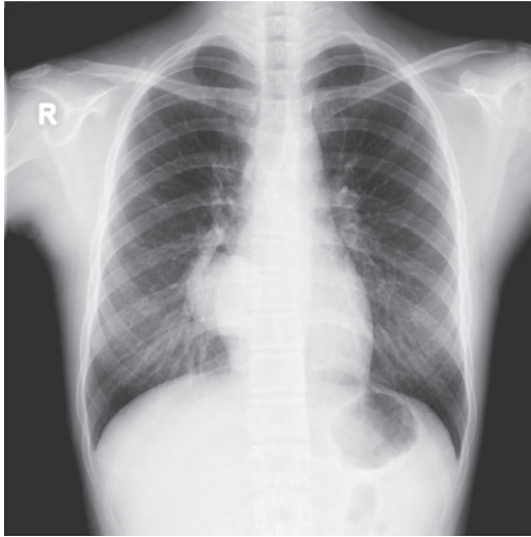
Chest radiography showing a 55×50-mm mass shadow in the right middle and lower lung fields.
